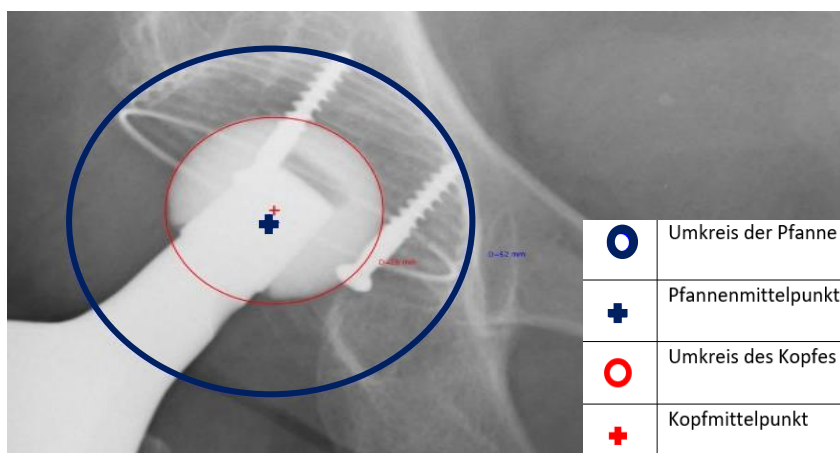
Röntgen: Ermittlung des Pfannen- und Kopfmittelpunktes
